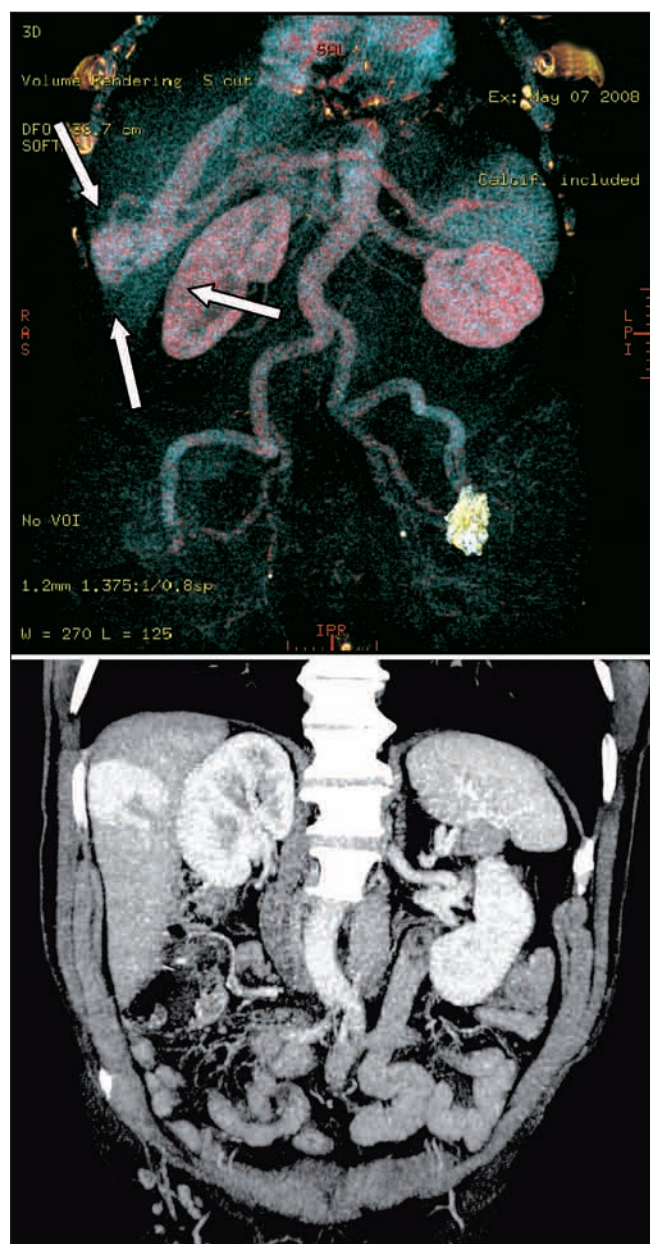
Computed tomography reconstruction with volume rendering: aneurysmal portohepatic fistulas. Dilated right suprahepatic vein, which in its distal end has an aneurysm in the two converging branches.
